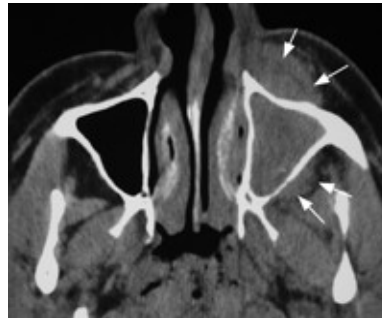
TDM des sinus de la face chez une patiente porteuse d'une sinusite fongique chronique invasive. Sur cette coupe axiale on note un comblement du sinus maxillaire gauche avec une extension fongique aux tissus mous adjacents de la paroi antérieure et postérieure de ce sinus (flèches) (Ariband et al., *Imaging Features of Invasive and Noninvasive Fungal Sinusitis. A Review*, 2007; Volume 27, Issue 5.).
